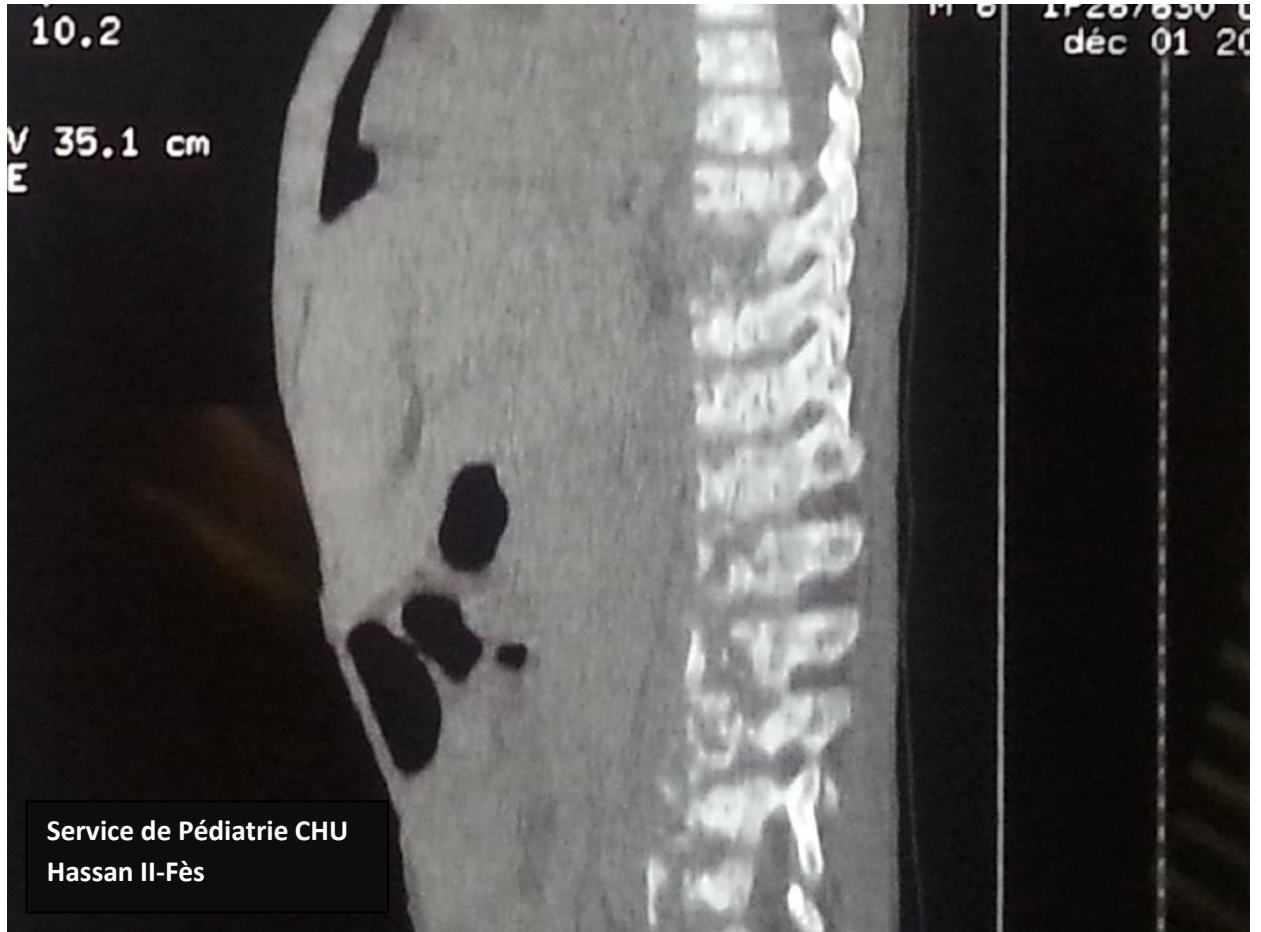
TDM du rachis montrant un abcès paravertébral gauche chez un enfant atteint de drépanocytose
